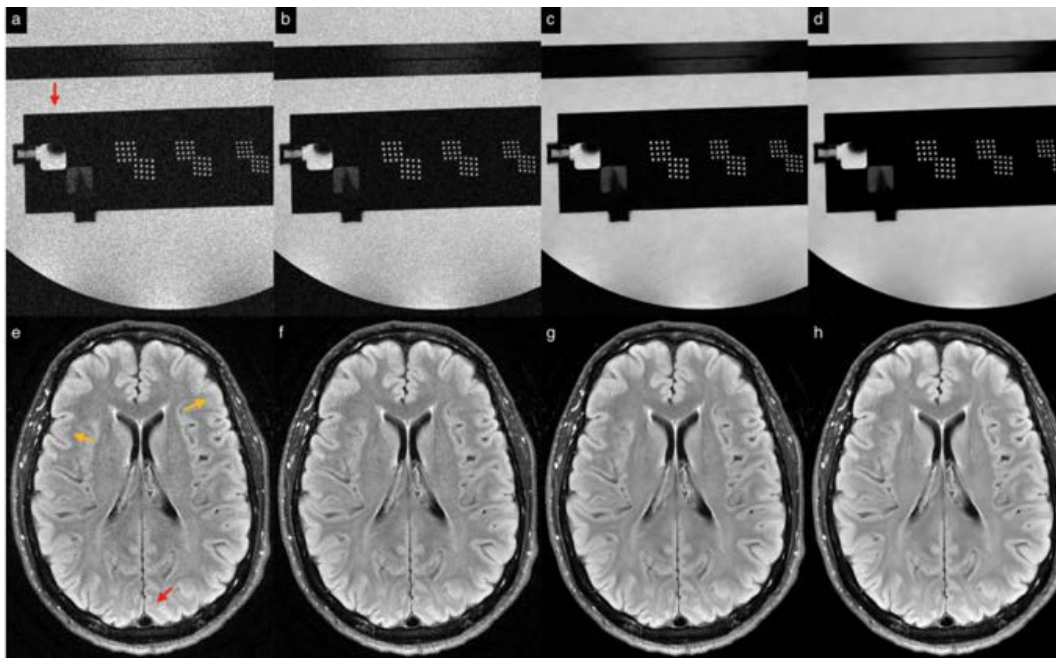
AIR™ Recon DL performance at different denoising levels in a phantom and in vivo. Original raw images in a cropped portion of the large ACR MRI phantom (a) and in vivo (e). AIR™ Recon DL images at denoising levels of 0.30 (b, f), 0.75 (c, g), and 1.0 (d, h). Difference images (i-k) between the in vivo images reconstructed with and without AIR™ Recon DL show constant ringing suppression but with the specified denoising level. Structures visible at edges in the difference images represent removed truncation artifact, not lost detail. In all cases, AIR™ Recon DL removes ringing from the raw images (red arrows); motion artifacts in the in vivo image (yellow arrows) are unchanged. AIR™ Recon DL is insensitive to scaling of the source images, which differ by approximately an order of magnitude in this example.
